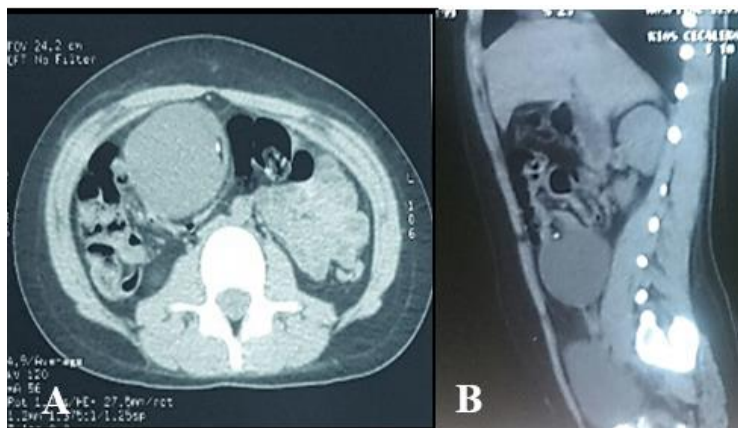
TAC de abdomino-pélvica simple, imagen A en corte axial, imagen B en corte sagital.
